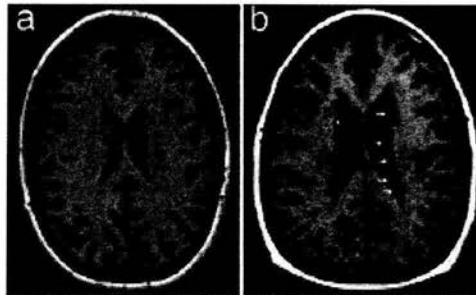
a) Corte axial de RMN en T1 de la corteza cerebral de un sujeto sano donde se muestran los ventrículos y su epitelio de características normales. b) Corte axial de RMN con la misma técnica de un individuo con diagnóstico de heterotopía nodular periventricular, donde se muestran los nódulos neuronales ectópicos. Tomada de Fox J.W. *et al*, 1998.
